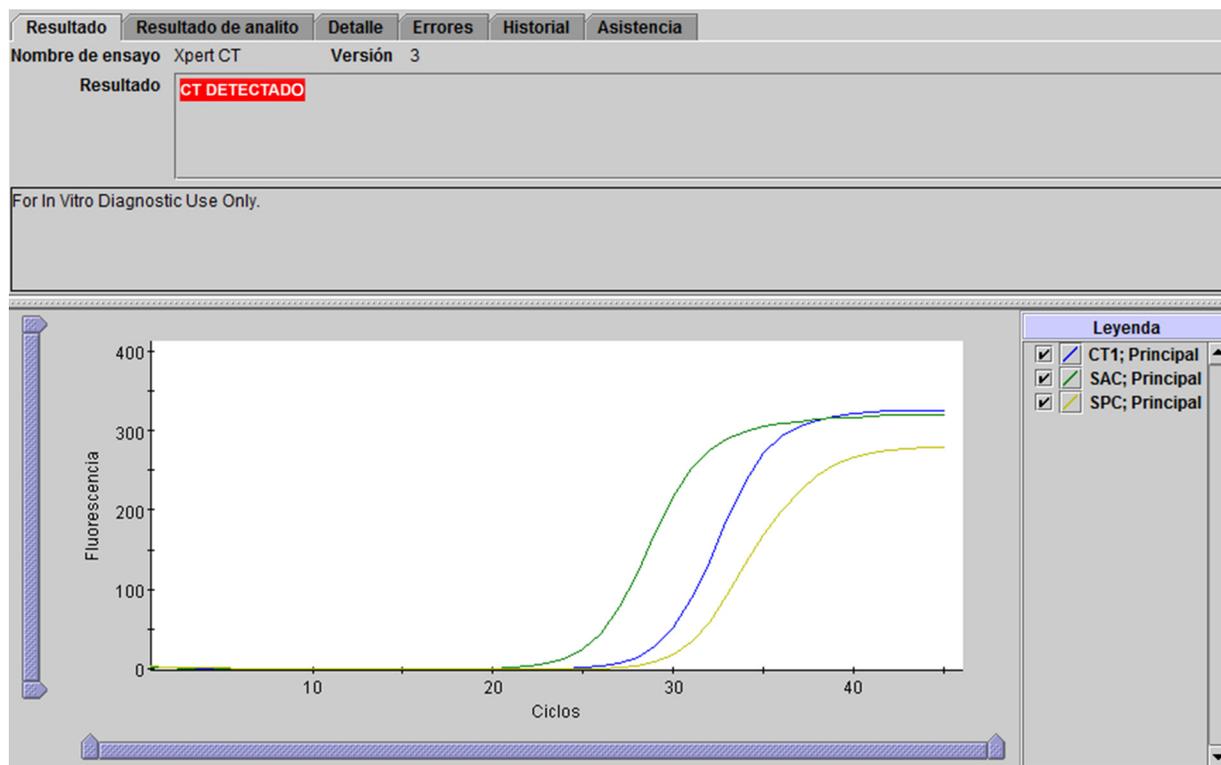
Ejemplo de un resultado CT DETECTADO
